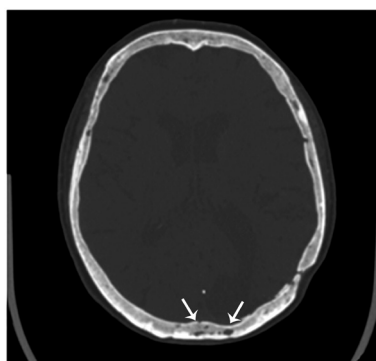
Выявление участков кистовидной перестройки аутологичного лоскута у пациента через 12 месяцев после костно-пластической трепанации черепа (показаны стрелками). Компьютерная томограмма черепа в аксиальной плоскости. Участки кистовидной перестройки выявляются на фоне консолидации лоскута без краевого остеолизиса и без наличия дефектов замыкающих пластинок
